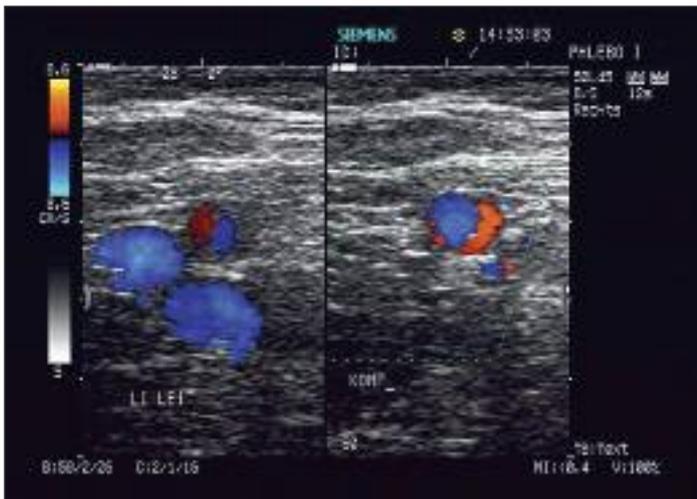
Kompressionssonografie der Vena femoralis links: Vene voll komprimierbar, Ausschluss Femoralvenenthrombose
